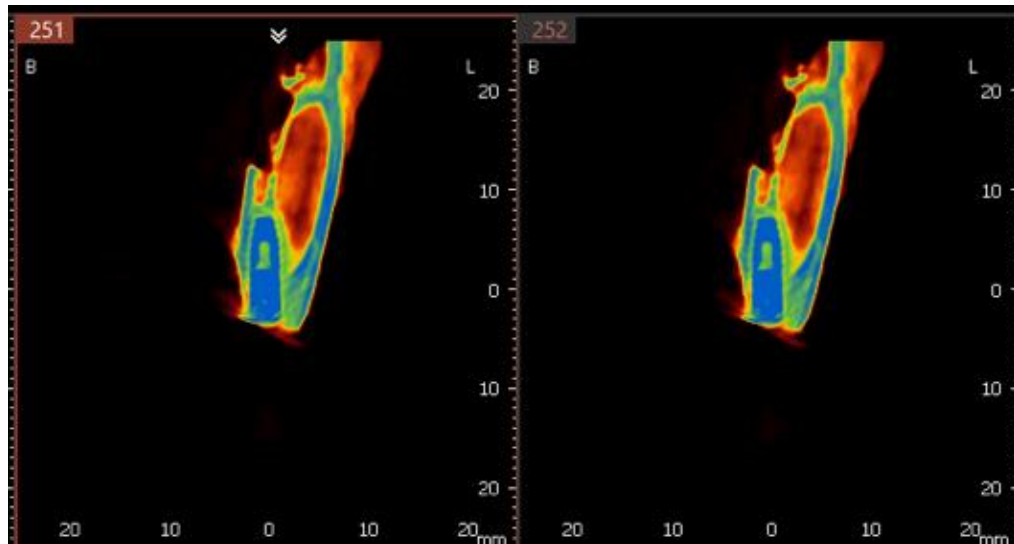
Томограмма на уровне имплантата 2.1, определяется неравномерная плотность костной ткани по периферии имплантата
